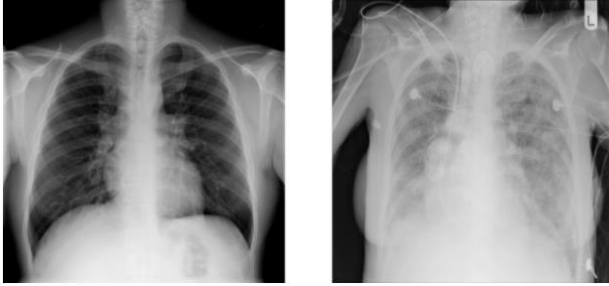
Radiografías de tórax normal (izquierda) y anormal (derecha). El aumento de la opacidad sugiere neumonía.
